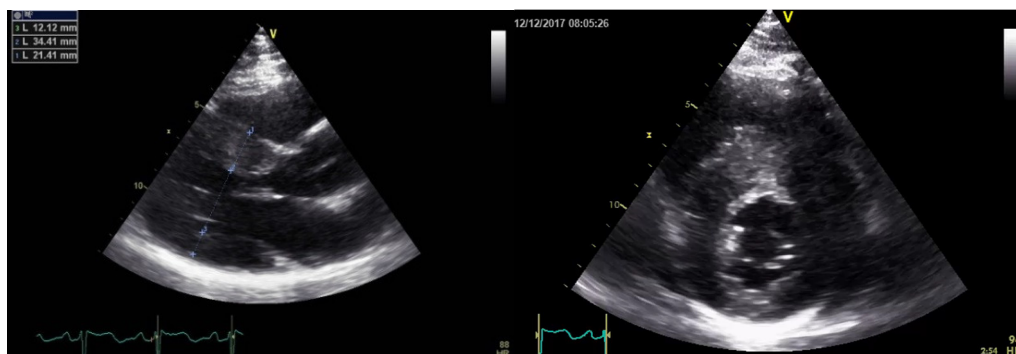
Ecocardiografie transtoracică, incidența parasternal ax lung (stânga) și parasternal ax scurt la nivelul valvei mitrale (dreapta): cardiomiopatie hipertrofică predominant septală (SIV 21mm, perete posterior VS 12mm)
